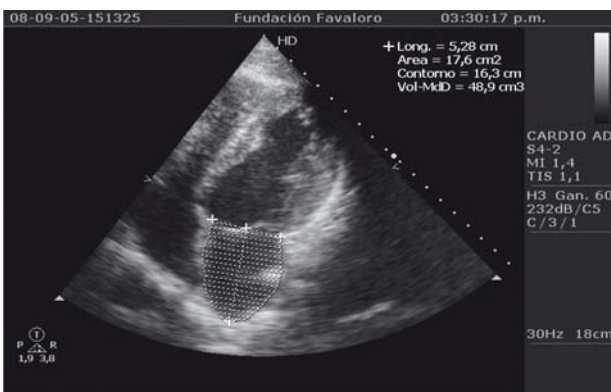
Eco-Doppler cardíaco color.
